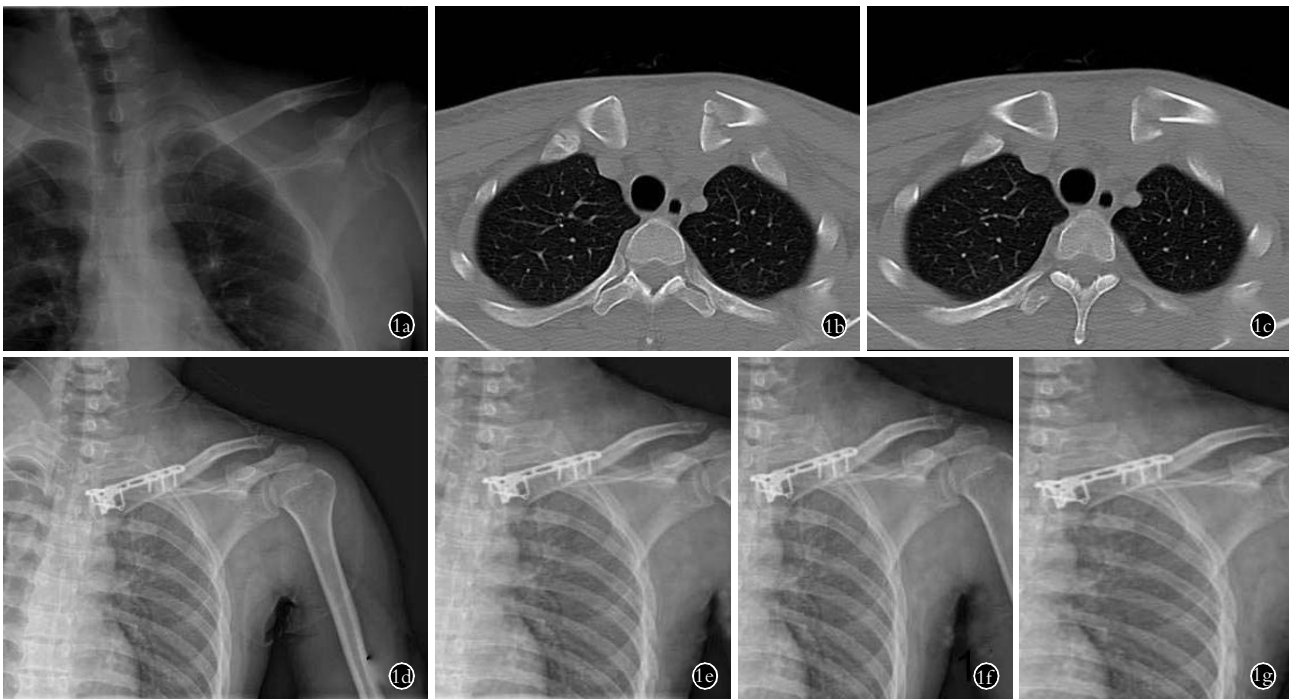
患者,男,32 岁,高处摔伤导致左侧锁骨近端骨折,伴胸锁关节半脱位,外伤 3 d 后入院,采用 T 形钢板内固定术治疗 1a. 术前锁骨正位 X 线片示左侧锁骨近端骨折 1b,1c. 术前 CT 检查示左侧锁骨近端骨折伴胸锁关节半脱位 1d. 术后 1 d 锁骨正位 X 线片示骨折复位可,内固定良好 1e. 术后 1 个月锁骨正位 X 线片示骨折线模糊 1f. 术后 2 个月锁骨正位 X 线片示骨折线模糊,内固定良好 1g. 术后 12 个月锁骨正位 X 线片示骨折已愈合,内固定良好
